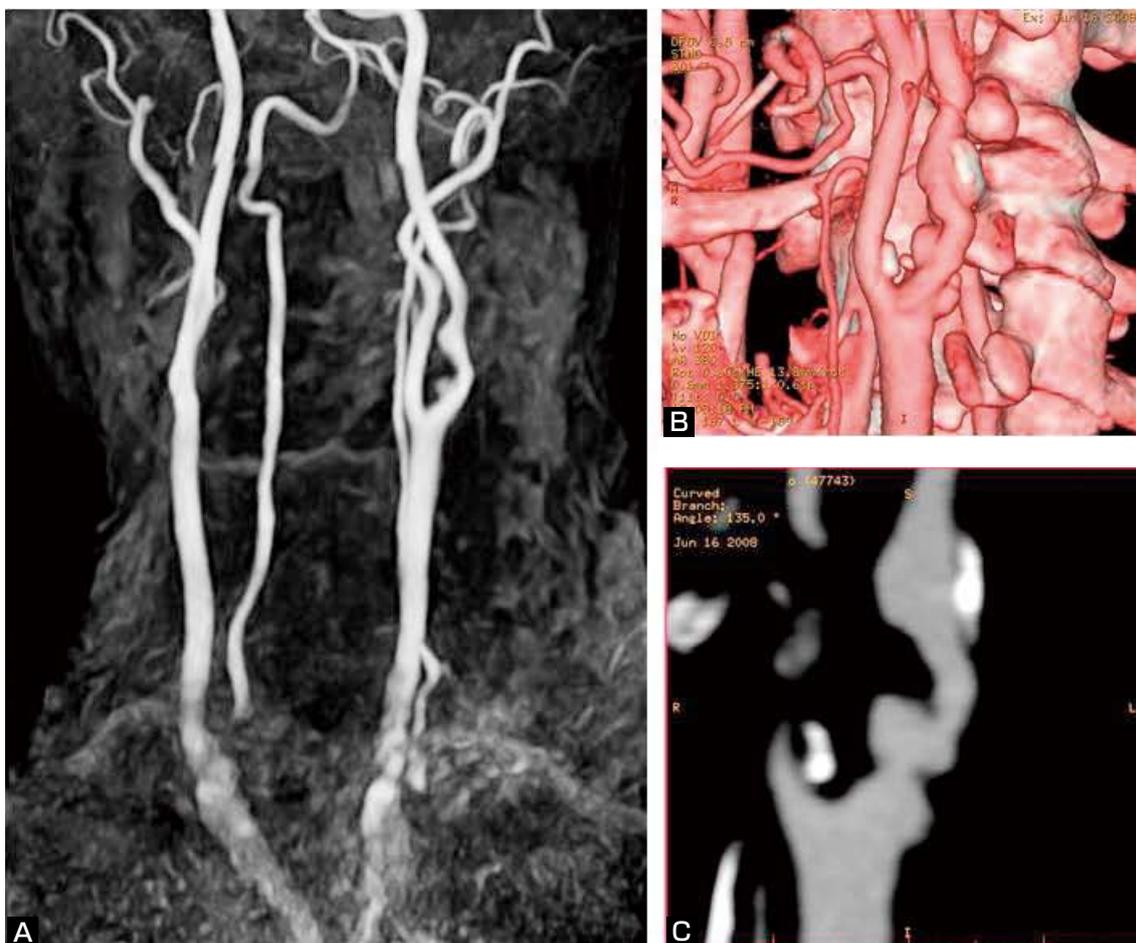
(A) MRA showing irregular stenosis of the left internal carotid artery. Irregular stenosis with mild calcification is shown on 3D-CTA (B) and MPR imaging (C).
